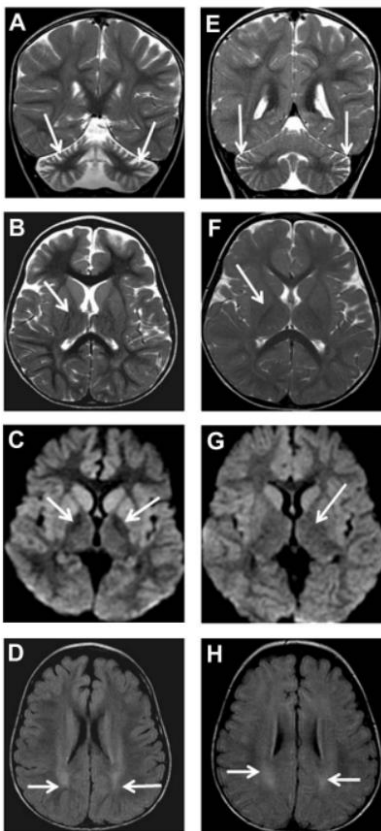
Imágenes representativas de RMN de pacientes PLAN: Paciente PLAN de 3 años y 3 meses (A-D); paciente PLAN de 1 año y 3 meses (E-H). A) /E) Imagen coronal T2 con intensidad de señal normal en el globo pálido (flechas). B) /F) Difusión axial, reducción de intensidad de señal y tenue deposición de hierro en el globo pálido (flechas). C) /G) Corte axial FLAIR, alta intensidad de la señal (flechas) en la sustancia blanca cerebral. D) Atrofia cerebelar con ensanchamiento de la folia cerebelosa (flechas). H) Atrofia cerebelar leve con ensanchamiento de la folia cerebelosa (flechas blancas). Imagen obtenida de Salih *et al.* 2013 (220).
